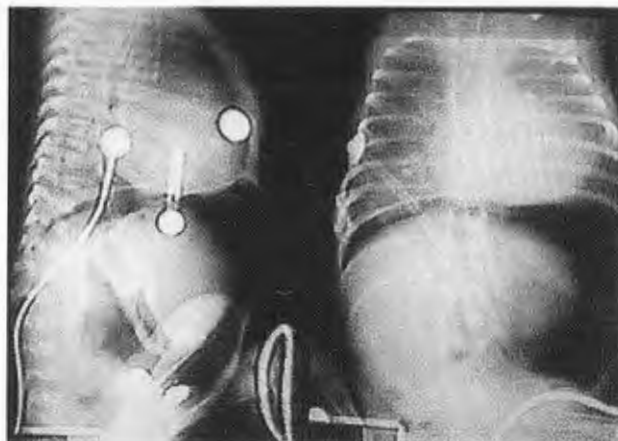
Radiografías anteroposterior y lateral en las que se observa aire intraperitoneal que apareció después de la perforación esofágica.
